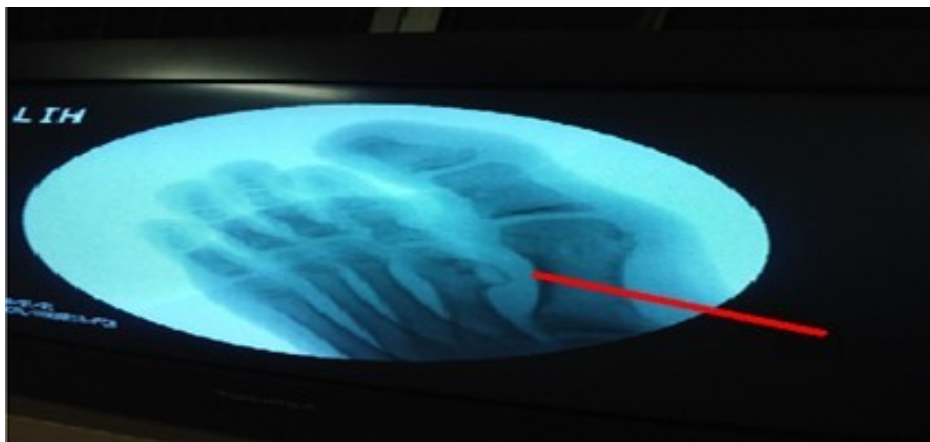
Radiografía del pie en proyección anteroposterior donde se aprecia exostosis ósea en región interna distal metafizaría con una base de implantación amplia que se aleja de la articulación en el segundo metatarsiano
